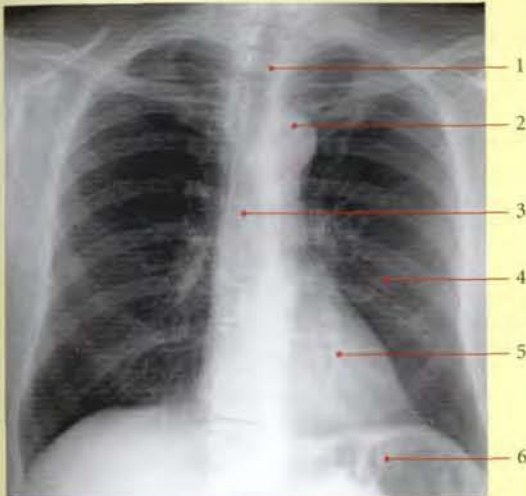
Radiographie du thorax (cliché standard de face)
